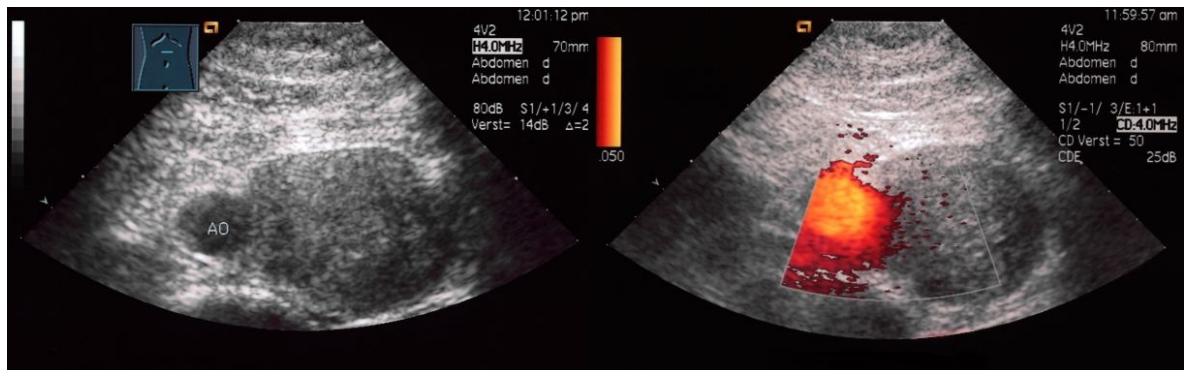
B-Bild (links) und PDS (rechts) des paraaortalen Restlymphoms eines 21jährigen Patienten mit Hodenmisch tumor. Die Bilder wurden sieben Wochen nach Beendigung der Chemotherapie, welche zur partiellen Remission führte, erstellt. Auf dem B-Bild ist das 7 x 5 cm große, rundliche Restlymphom zu sehen. Im Power-Doppler stellt sich lediglich der starke Blutfluss der Aorta dar, das Restlymphom erscheint avaskulär. Bei dem Patienten wurde ein Rezidiv der Erkrankung diagnostiziert, an dem er eineinhalb Jahre später verstorben ist.
